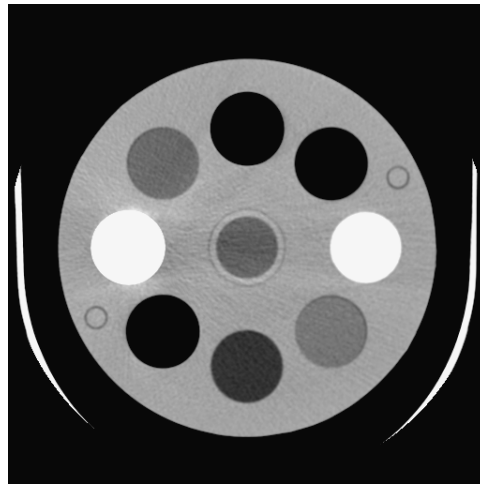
Imagen CT del maniquí construido en el IFUNAM con los parámetros de adquisición mencionados.
